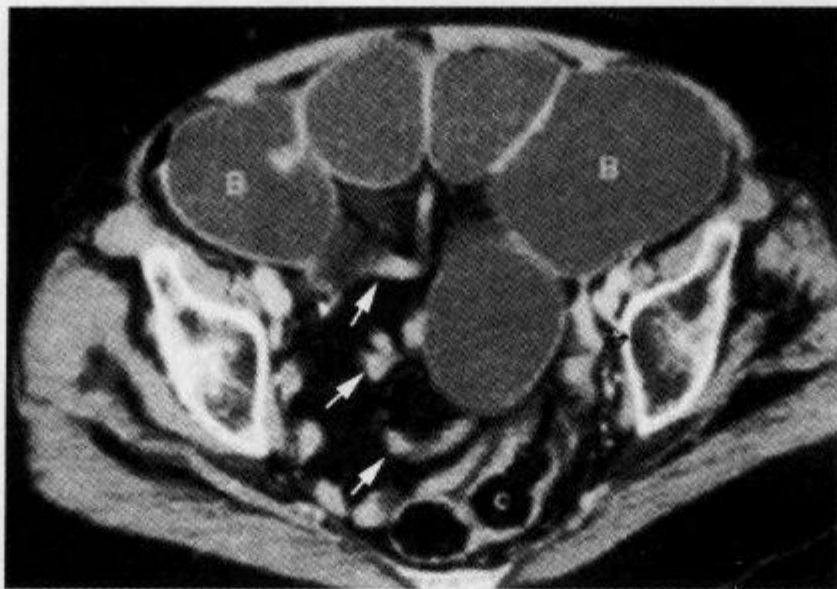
小肠完全性肠梗阻,腹盆部 CT 平扫示“鸟嘴征”
